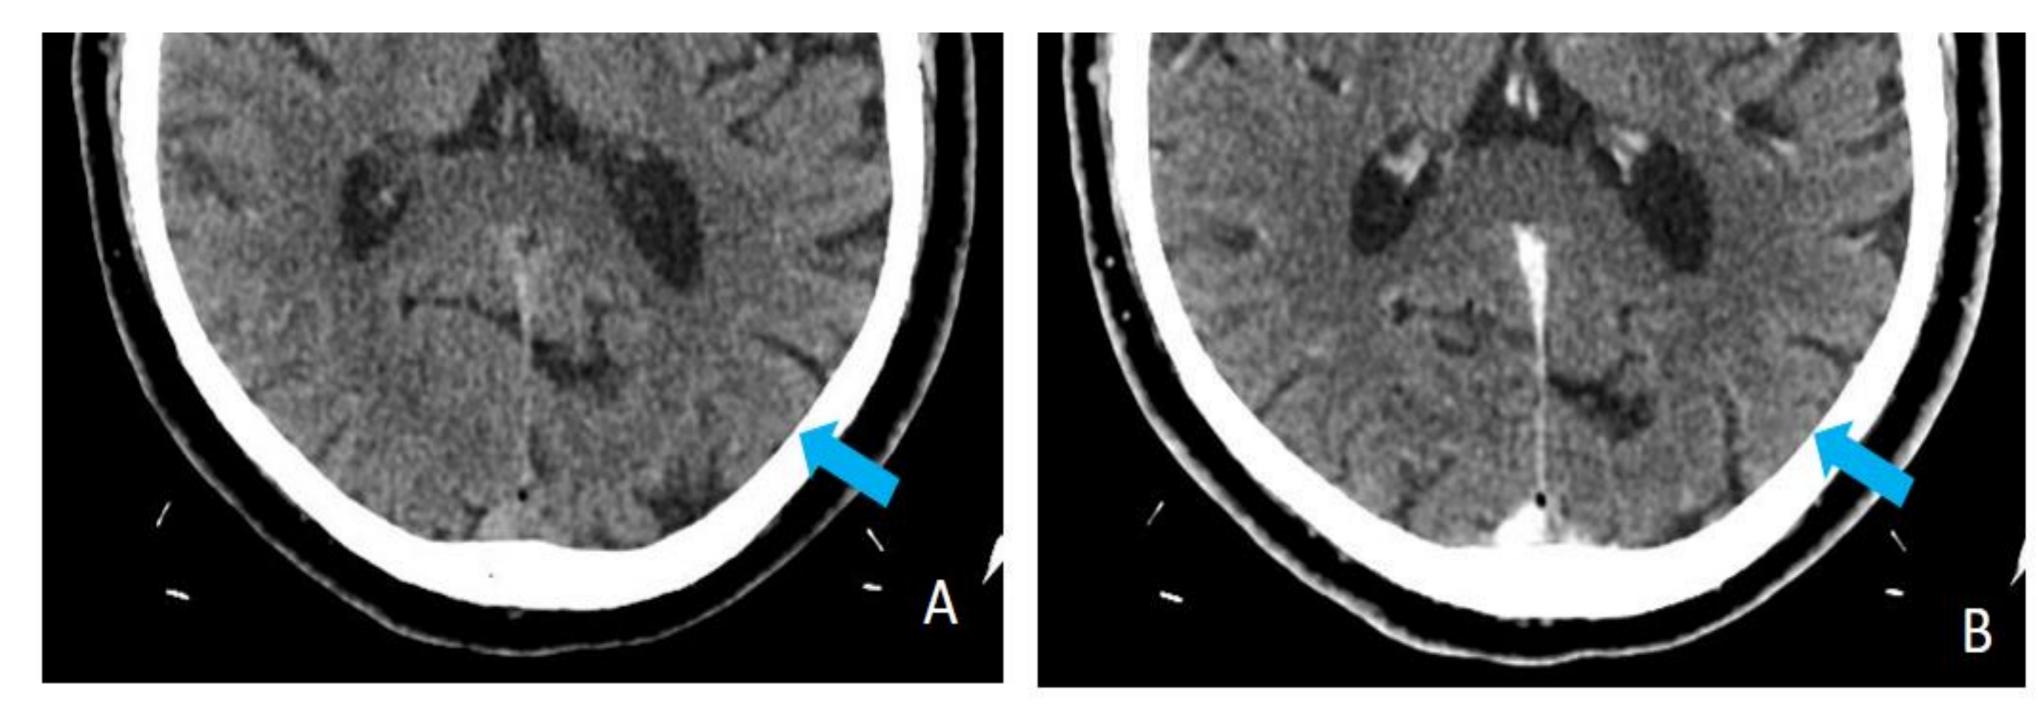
TC craneal sin contraste (A) y tras la administración de contraste (B) en el que no se identifican alteraciones significativas en la localización teórica de las lesiones después valoradas (flechas).
